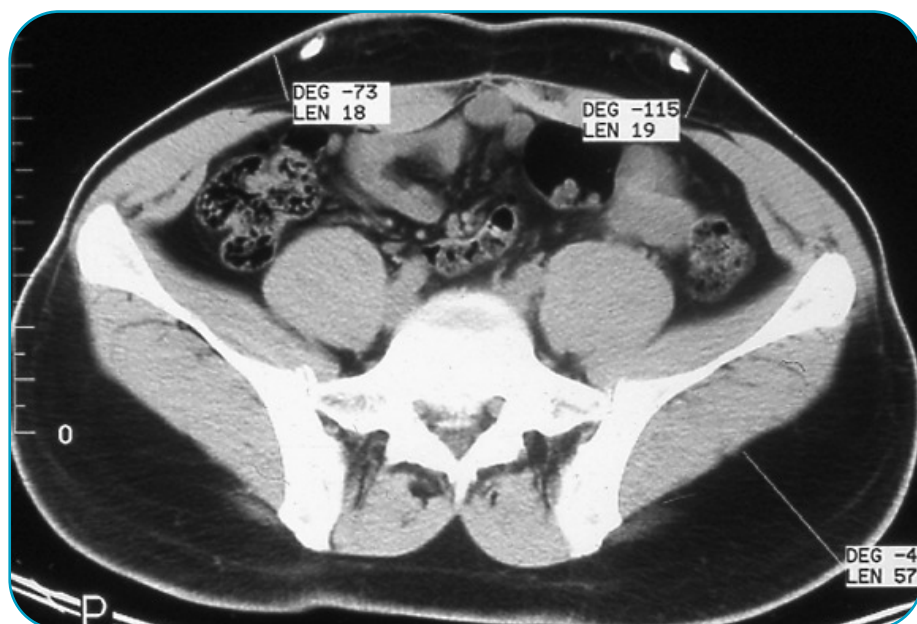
TC de la región abdominal de una mujer con un IDM de 27,4 kg/m². Hay amplio tejido graso alrededor del área umbilical, pero sobre el músculo abdominal oblicuo la profundidad mínima del tejido graso es de sólo 3-4 Mm.
